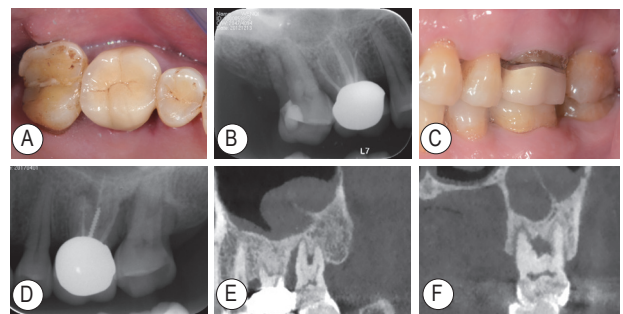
17、27治疗前口内照及放射线检查 A: 17 殆面像；B: 17 根尖放射线片；C: 27 颊侧咬合像；D: 27 根尖放射线片；E: 27 CBCT 矢状面；F: 27 CBCT 冠状面
